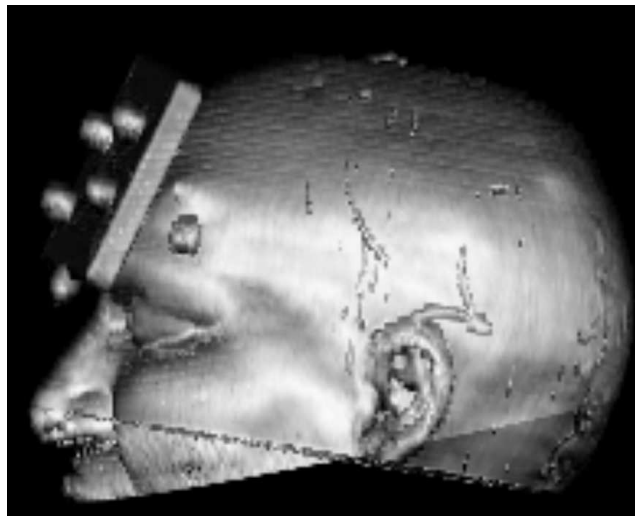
Registrierung und Fusion eines CT and MRT Datensatzes, welches die Abweichung in der Lagerung der Patienten während der Aufnahme illustriert.
